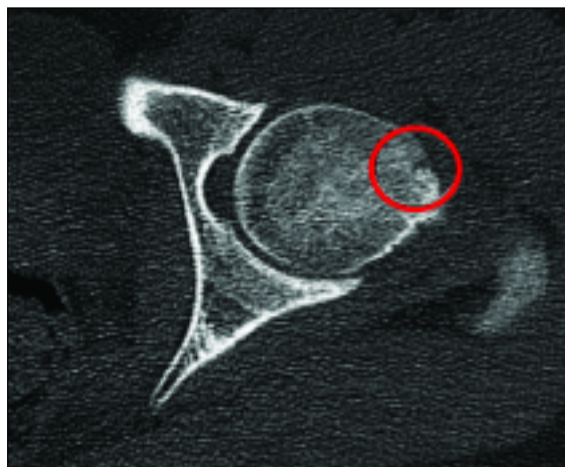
Imagem de TC: visão axial de TC em que se identifica o nidus calcificado (círculo), que se traduz pela presença de lucência com área central esclerótica na dependência da cortical da transição da vertente anterior do colo para a cabeça femoral. A ausência de reacção periosteal significativa é habitual nos osteomas osteóides intra-articulares.
